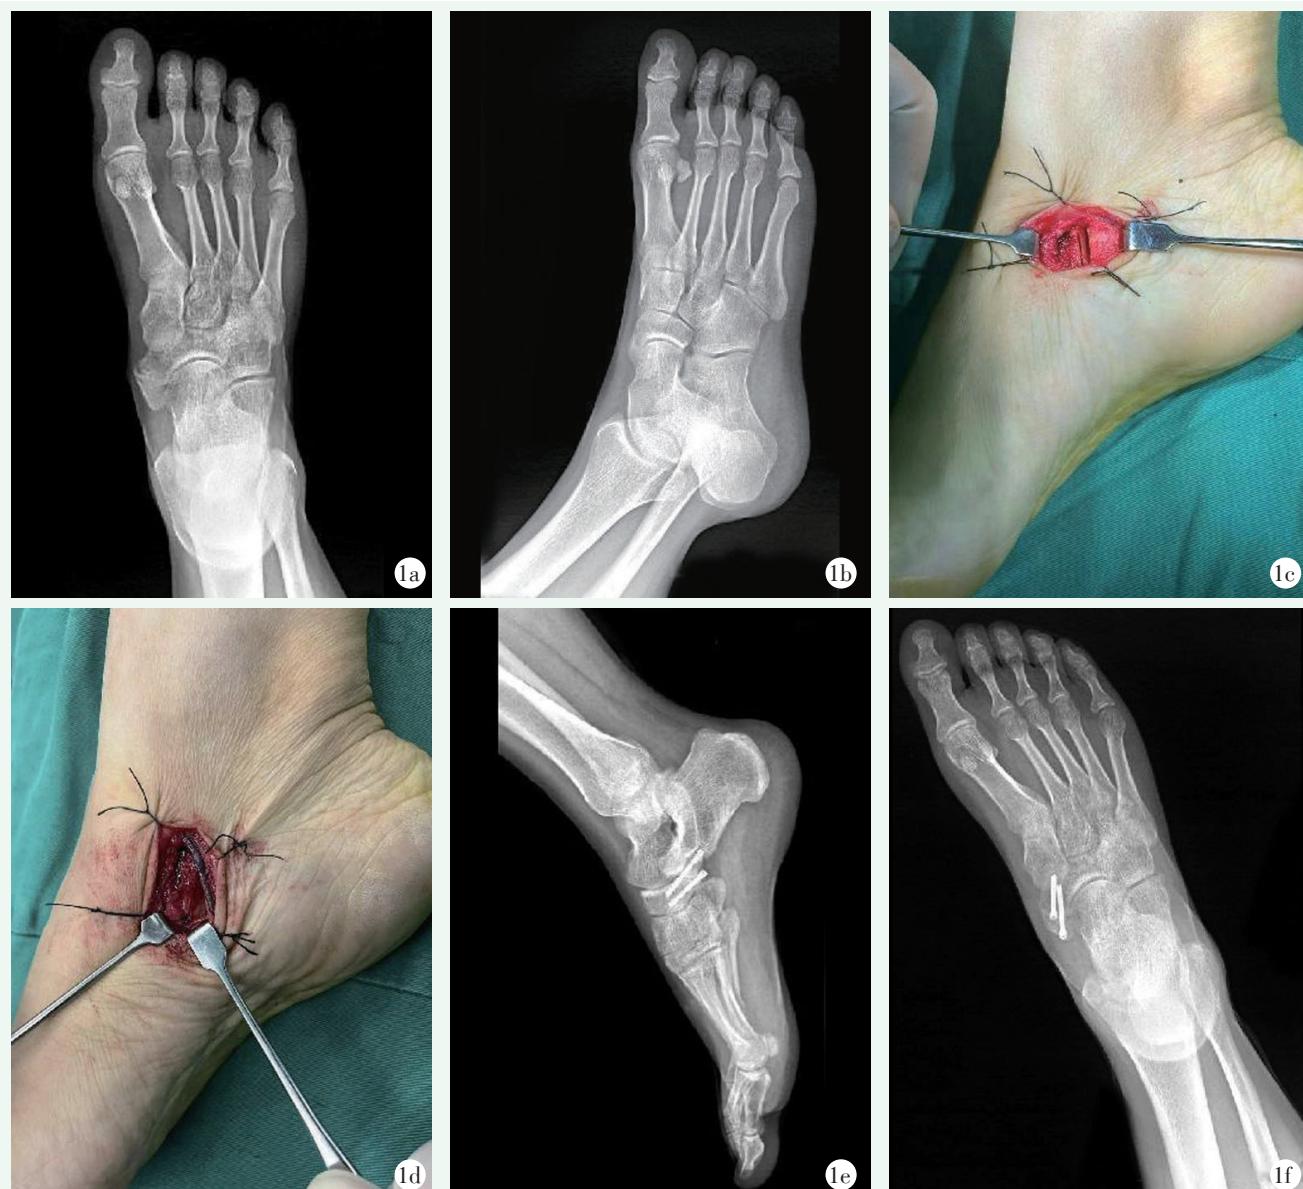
患者男性，31岁。1a, 1b: 术前右足正斜位X线片显示右足Ⅱ型足副舟骨；1c: 足舟骨楔形截骨；1d: 加压螺钉固定后修复胫后肌腱远端；1e, 1f: 术后4个月右足正侧位X线片显示右足舟骨与副舟骨已融合。
